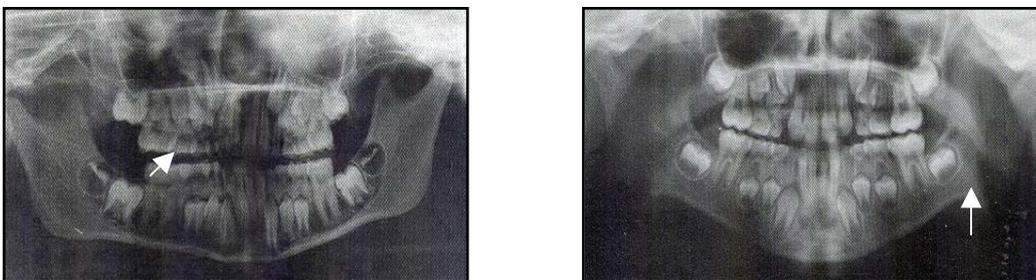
Radiografías no aptas para la interpretación. Izq. Movimiento horizontal, falsa asimetría facial. Der. Movimiento vertical, distorsión en el ángulo mandibular. Duterloo.
